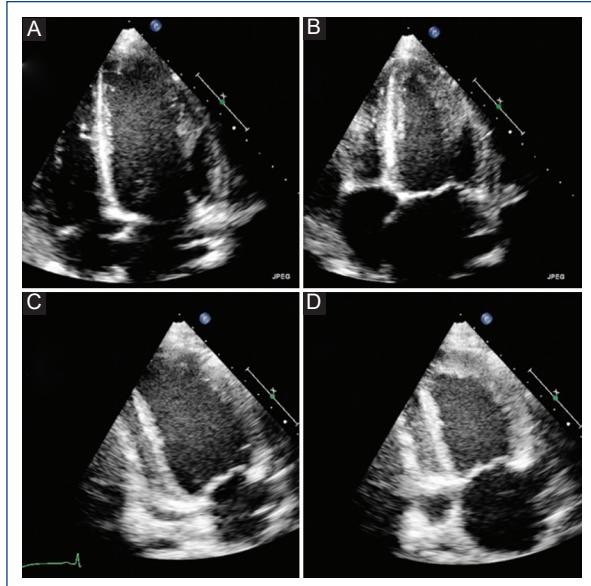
Ecocardiograma transtorácico A: cuatro cámaras diástole. B: cuatro cámaras sístole. C: dos cámaras diástole. D: dos cámaras sístole. Se muestra la preservación de la función sistólica.
